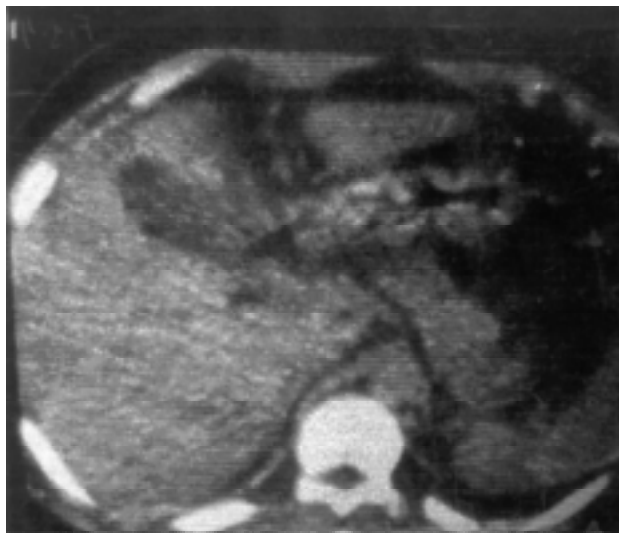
Imagen de tomografía computada abdominal que muestra laceración del lóbulo izquierdo del hígado sin líquido libre.
